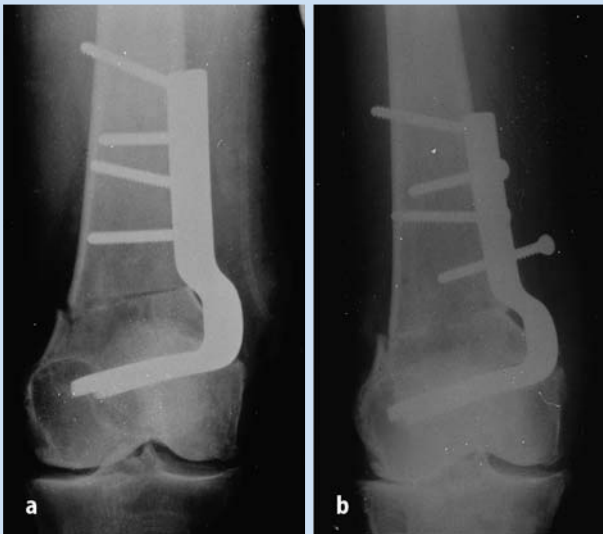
b ▲ Röntgenologischer Verlauf bei einem 53-jährigen Plattenleger mit suprakondylärer Varisation. a Das a.-p.-Röntgenbild unmittelbar postoperativ zeigt eine komplette Osteotomie mit Stabilisation durch eine 90°-Winkelplatte medial. Mit dem Anziehen der Schrauben wurde der Femurschaft leicht nach medial an die rigide Platte gezogen. b Bereits nach 2 Wochen ist die Osteosynthese locker, erkennbar an der herausgewanderten Schraube und an der sekundär in die distale Spongiosa eingesunkene Kortikalis
